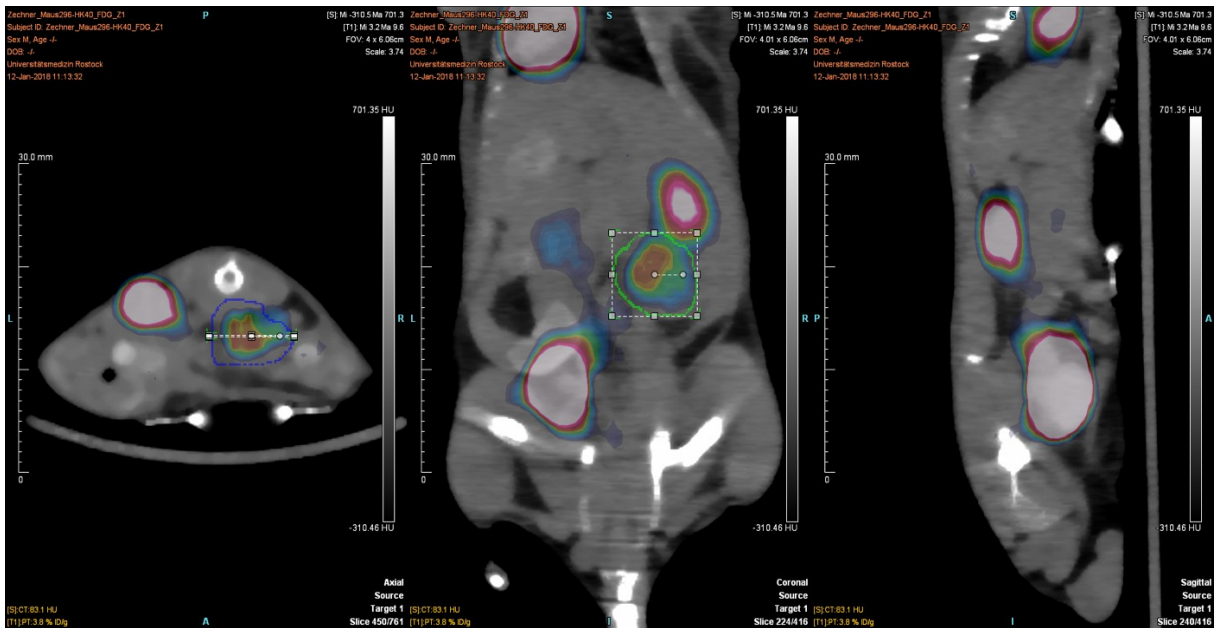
¹⁸FDG-PET/CT der Maus HK40 am Tag 60 nach Tumorzellinjektion. Anreicherung der 18Fluor-Desoxyglukose im Tumor, sowie ebenso Anreicherung im Herzmuskel und in den Nieren und Harnorganen. In der axialen und koronaren Schnittebene ist der Tumor markiert.
